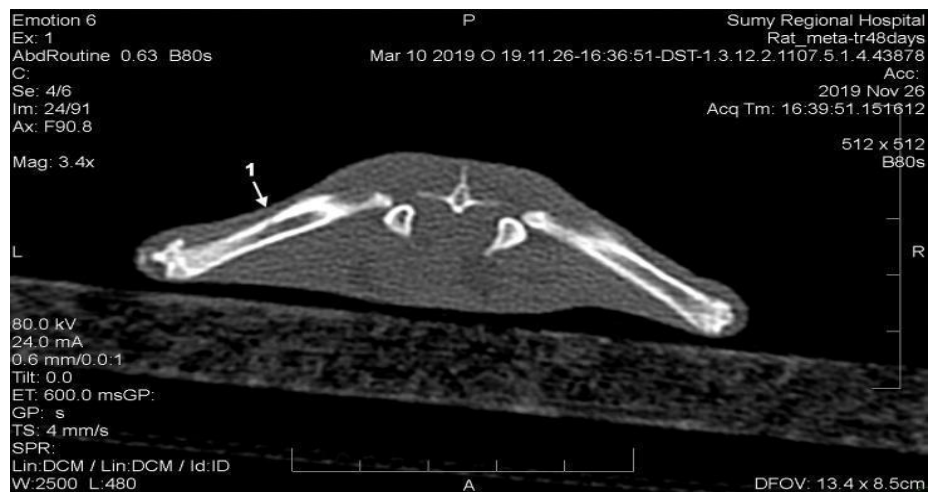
Комп’ютерна томограма стегнових кісток щура на 45-ту добу експерименту в разі застосування метотрексату:
